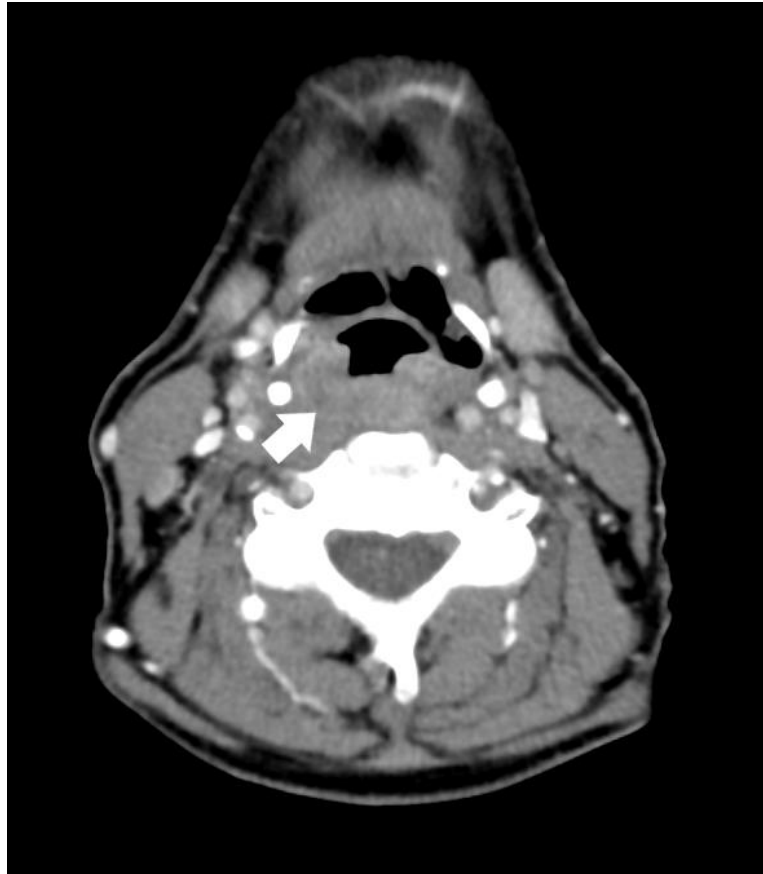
TC da região cervical com contraste intravenoso mostra estreitamento do lúmen da faringe em paciente com CEC de faringe (seta). Observar o realce da lesão pelo meio de contraste.
